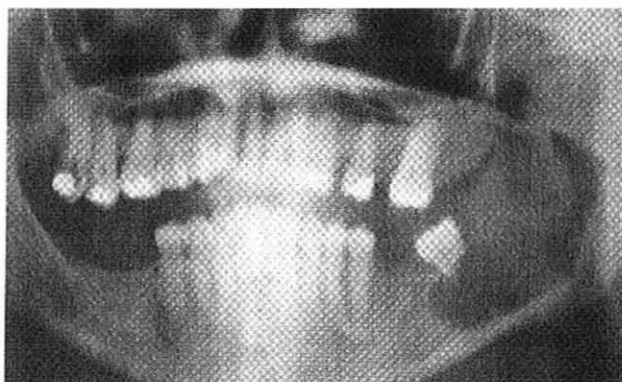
D'après Sapp et coll. [52] Améloblastome. La radiographie montre une lésion très importante avec résorption des racines de la molaire.
